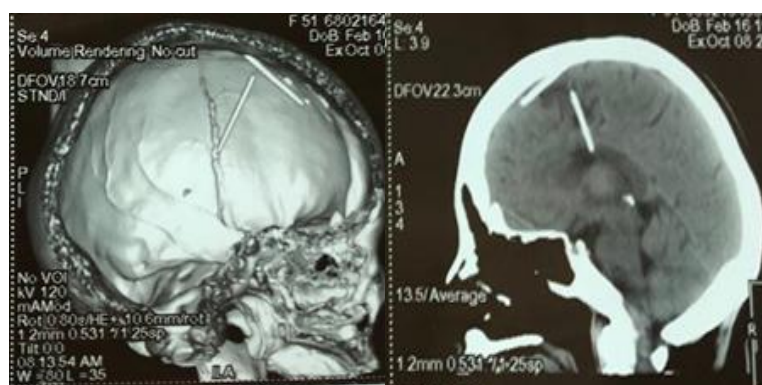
CT scans of the skull and brain in sagittal projection showing foreign bodies similar to sewing needles inside the brain
